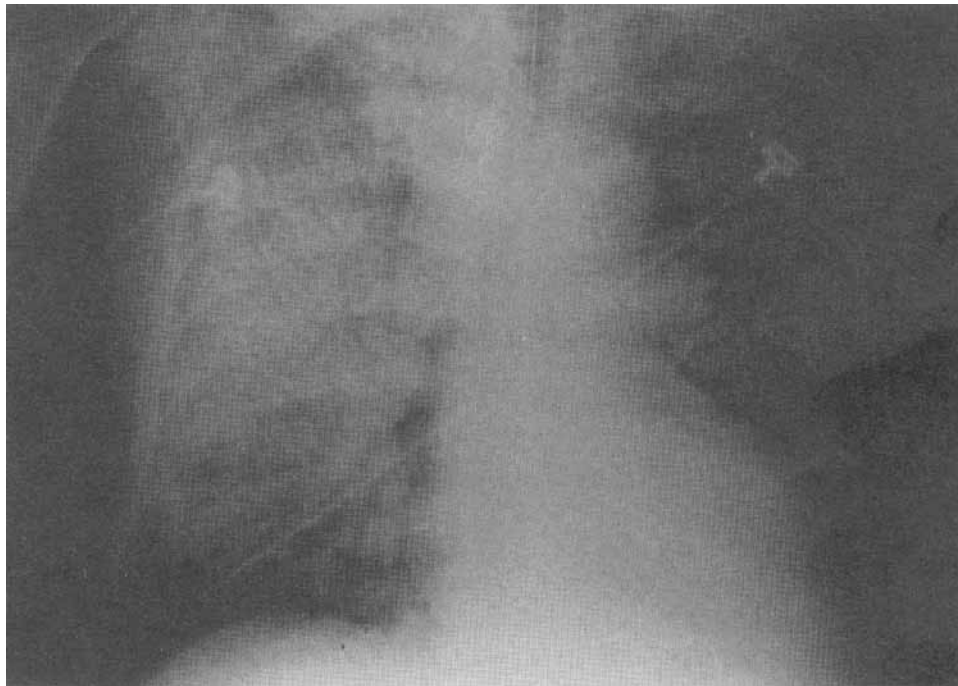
Radiografía de tórax que muestra extensos infiltrados intersticiales abarcando la totalidad de los campos pulmonares con pequeñas áreas de condensación basal. Silueta cardíaca de tamaño normal.
